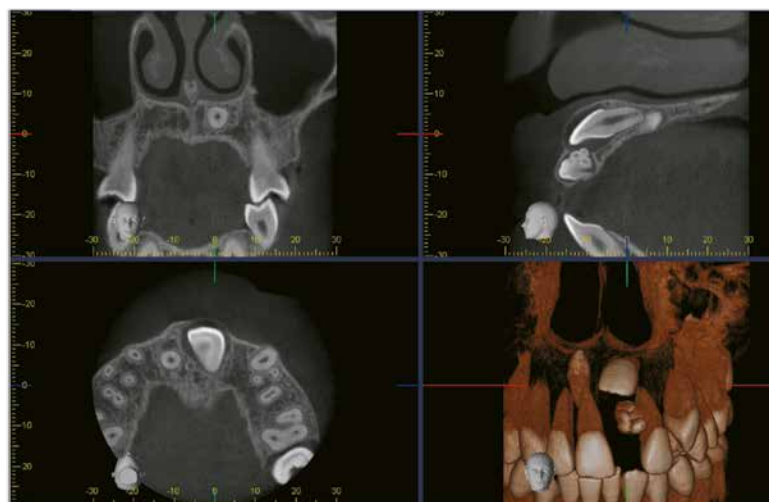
Pre-treatment CBCT
